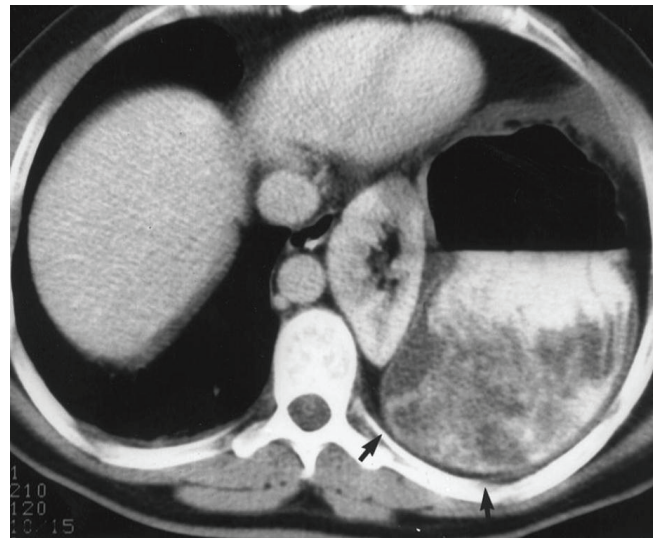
Paciente de 52 años con hernia diafragmática de presentación tardía. En la tomografía abdominal computarizada, el corte axial muestra discontinuidad del hemidiafragma izquierdo con herniación del estómago y del riñón izquierdo. El estómago se encuentra pendiente sobre las costillas izquierdas, lo cual se considera un “signo de la víscera pendiente” positivo (flechas negras).
